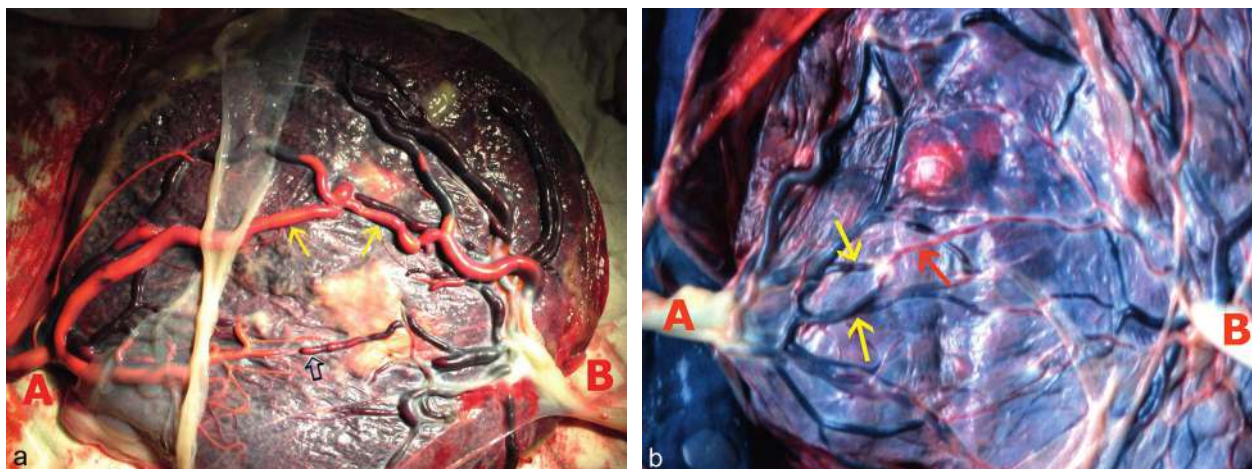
Anastomoses vasculaires (gémellaires monochoriales) et implantations des cordons. a. Anastomoses artério-artérielle directe (AA-A) évidente (→), s'opacifiant immédiatement après injection d'une artère du cordon A (voir Doppler couleur de la fig. 18.25a). Il existe aussi, probablement, une anastomose artérioveineuse avec une opacification plus lente (⇨). Les deux cordons ont une implantation marginale. b. Anastomose unidirectionnelle, artérioveineuse, entre une artère (flèche rouge) qui pénètre la plaque chorale et l'une ou l'autre veine (flèches jaunes) qui émerge à proximité, avec une direction à peu près identique à celle de l'artère. Le cordon A a une implantation marginale et le B une implantation paracentrale.
